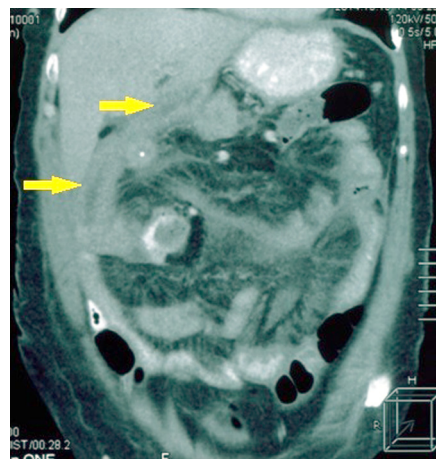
Мультиспиральная компьютерная томография той же больной. Отек стенок петли тощей кишки (стрелки), несущей панкреатикоэнтероанастомоз
